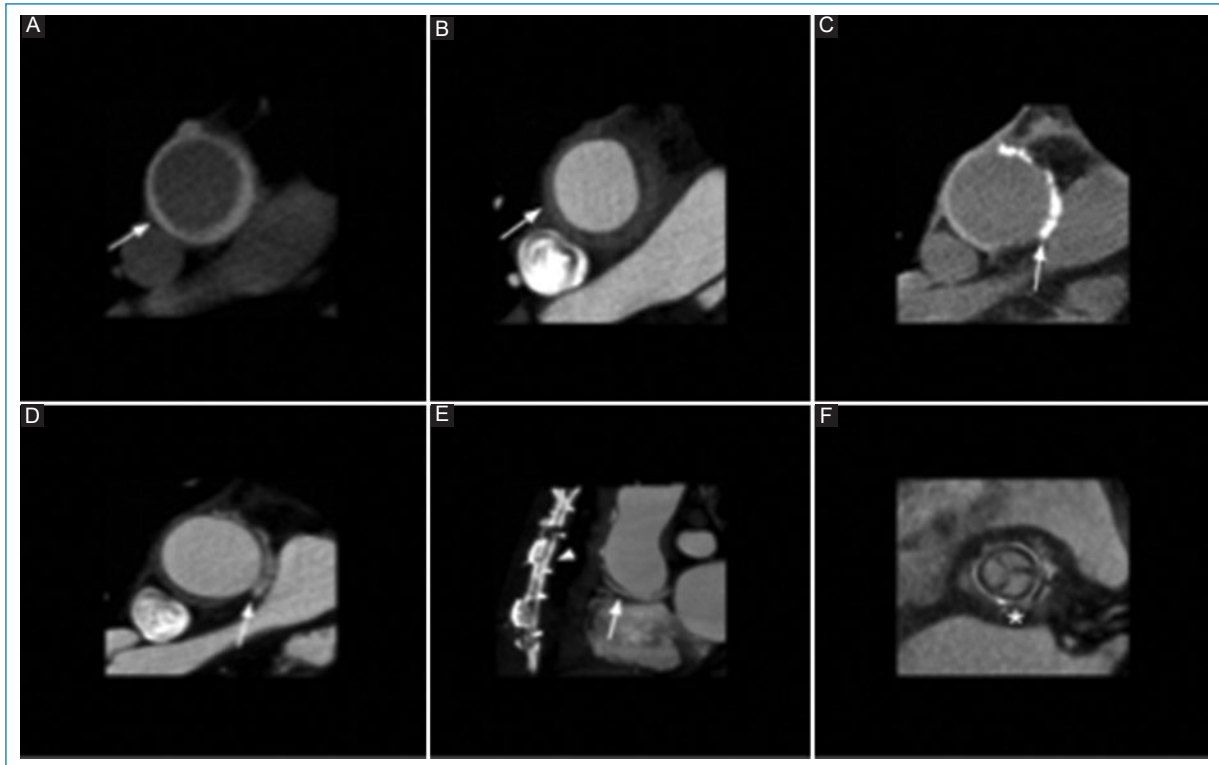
ATCMC de la aorta torácica. A: imagen axial en TC sin contraste que muestra un injerto de polietileno sintético (dacrón) que es hiperdenso y circunferencial en relación a la luz aórtica (flecha), y puede simular un hematoma intramural (*pitfall*). B: tras la administración de contraste intravenoso, el injerto se torna hipodenso (flecha). C: la imagen axial en TC sin contraste y D: la imagen axial tras la administración del contraste muestran el material de fieltro en el sitio de la anastomosis, que es hiperdenso (flecha) en relación a la luz aórtica y más notorio en la fase sin contraste. E: reconstrucción sagital MIP que muestra las huellas de la esternotomía (punta de flecha) y material de fieltro en el sitio de la anastomosis (flecha). F: reconstrucción axial oblicua MPR que muestra la prótesis biológica (asterisco).
